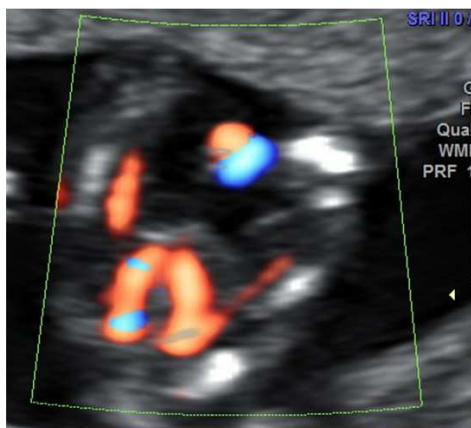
Corte axial da bexiga fetal no primeiro trimestre com Doppler Colorido demonstrando duas artérias umbilicais ao lado da bexiga fetal.
